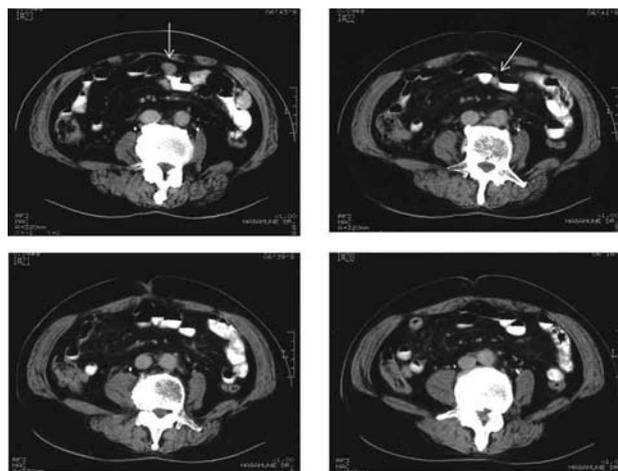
腹部 CT 検査所見（2004.3.1）
